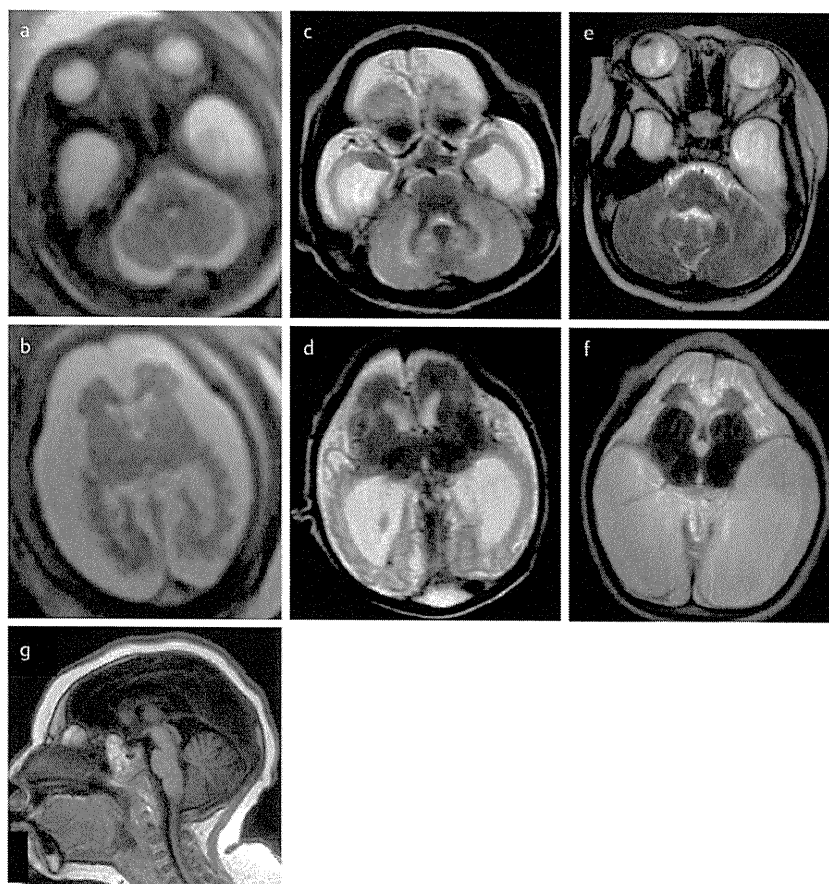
Brain MRI with T₂-weighted images [TR 4500, TE 90] (a–f) and T₁-weighted images [TR 500, TE 14.0] (g) of the younger sister at 30 weeks gestational age (a, b), day 0 (c, d), and 3 years and 1 month of age (e–g). The MRI at 30 weeks gestational age and day 0 (a–d) revealed hypoplasia of bilateral cerebral hemispheres, particularly in the frontal regions, with enlarged extraaxial space, a simplified gyral pattern without thickened cortex, and enlarged lateral ventricles, especially in the posterior and temporal horns, with a reduction in the surrounding white matter. There was no change in the findings between GA 30 weeks and day 0. High signal intensity was observed in the lateral sides of the dentate nucleus (c). The MRI at 3 years and 1 month of age (e–g) demonstrated progressive dilatation of the posterior and inferior horns of the lateral ventricles, with a volume reduction in the surrounding hemispheric structures, especially in the frontal lobe. Some extent of myelination in the cerebellar hemisphere was observed (e). The size of the basal ganglia and thalamus, as well as of the infratentorial structures, was relatively preserved (g).
